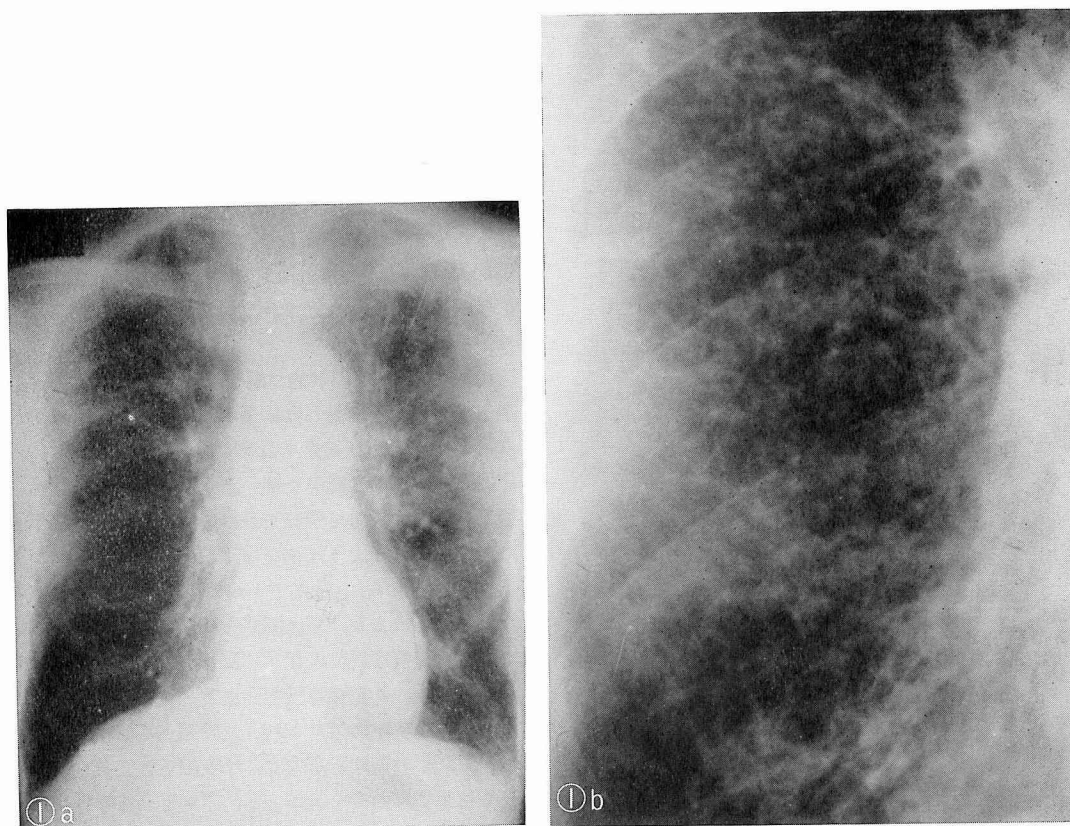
Posteroanterior chest roentgenogram on admission.
